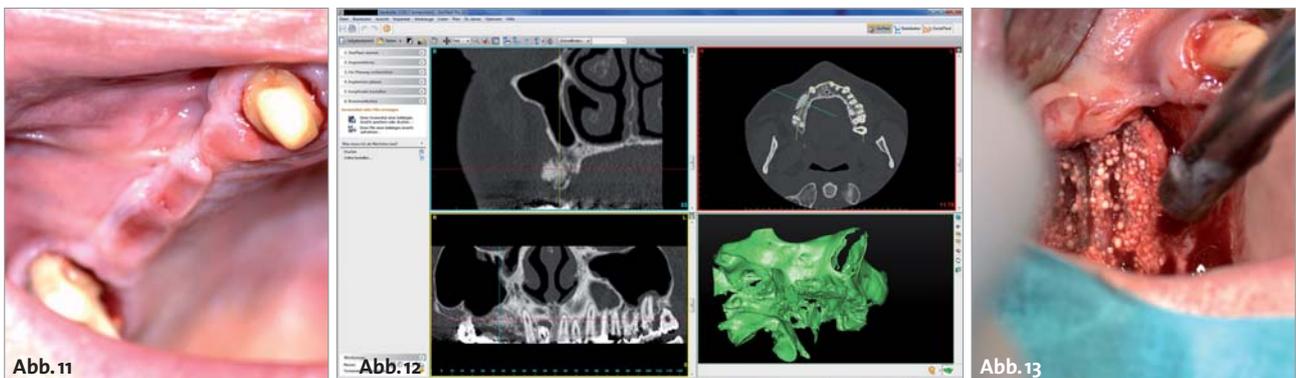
Klinisches Bild des Operationsfeldes nach sechsmonatiger Heilphase. – Abb. 12: Präoperative CT-Diagnostik zur Kontrolle des Heilergebnisses. – Abb. 13: Freilegung des Implantationsgebietes.
